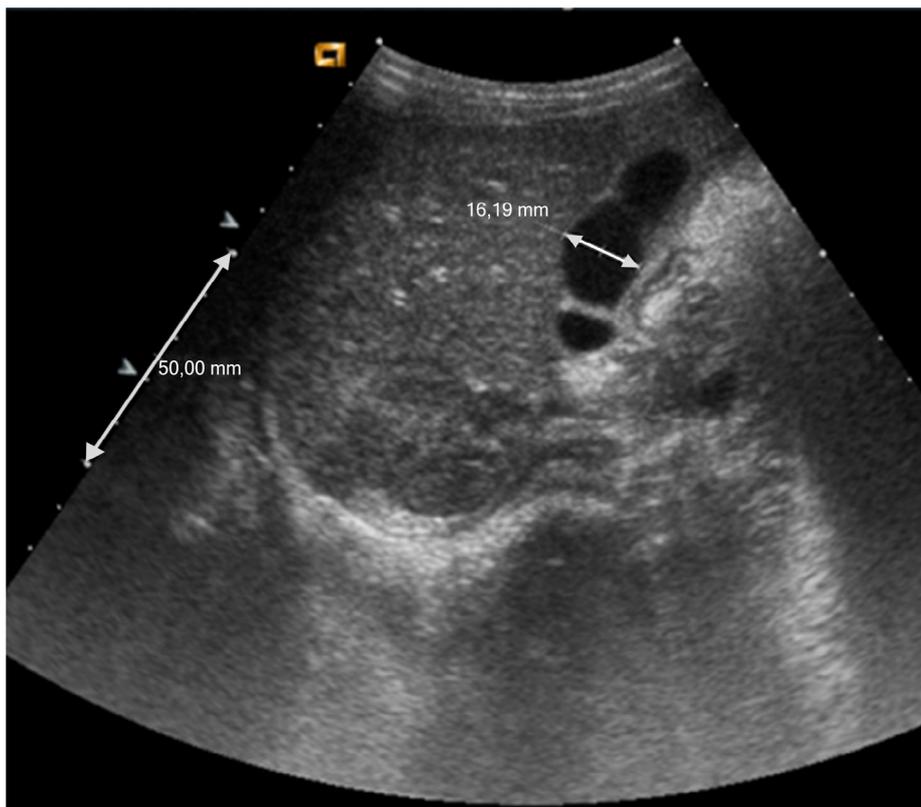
Reducción del tamaño de la vesícula biliar en la ecografía abdominal de control.
